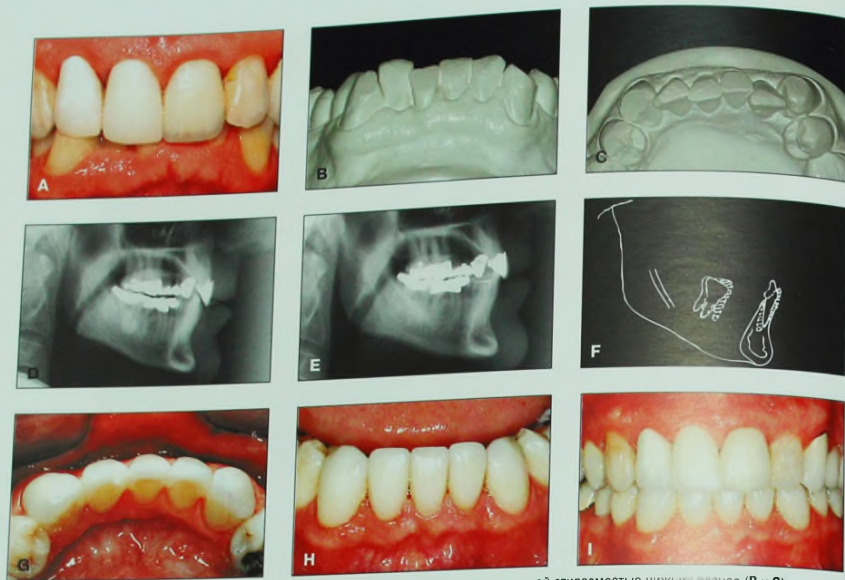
Пациент 52 лет с глубоким резцовым перекрытием (А) и значительной стираемостью нижних резцов (В и С). Место для реставрации нижних резцов отсутствовало (D). Для обеспечения условий для реставрации нижних резцов керамическими винирами была проведена ортодонтическая интрузия этих зубов (Е-Н). Таким образом, ортодонтическое лечение обеспечило не только коррекцию глубокого резцового перекрытия, но и получение места для проведения эстетической и функциональной реставрации стертых нижних резцов.
